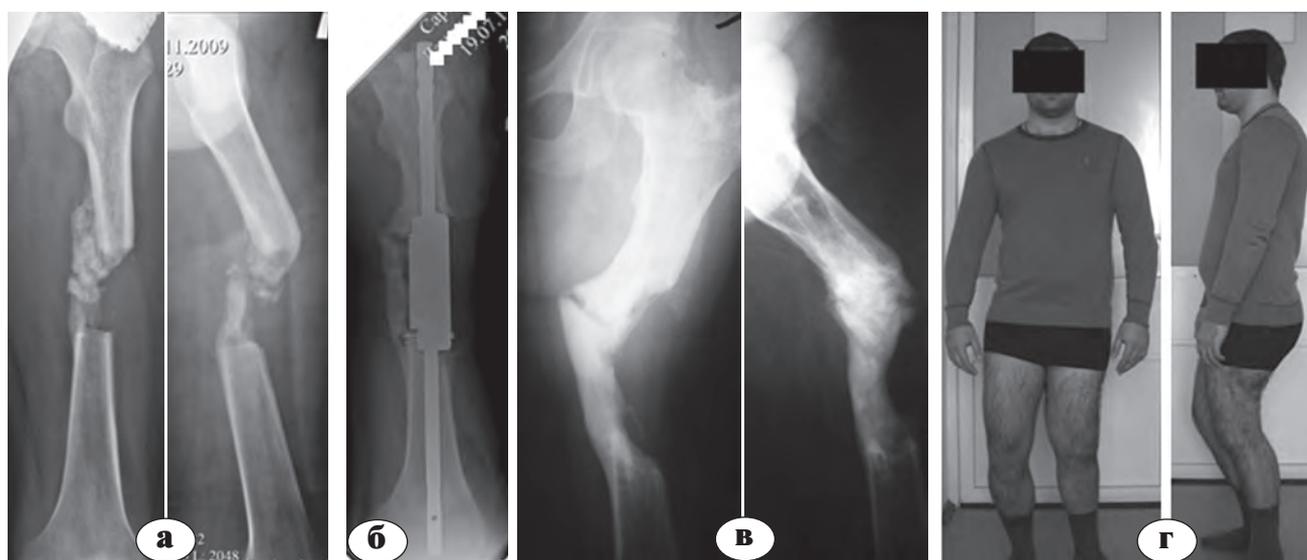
Рентгенограммы левого бедра и внешний вид пациента Д.: а – в прямой и боковой проекциях до эндопротезирования; б – в прямой проекции через год после эндопротезирования; в – в прямой и боковой проекциях через 3 года после операции; г – функциональный результат
